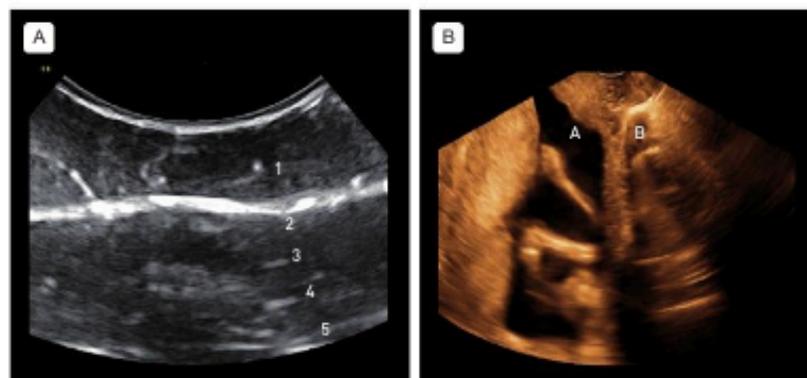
Artefactos en ultrasonido. (A) Líneas de reverberación. (B) Imagen en espejo: A corresponde a la imagen real y B es una imagen difusa en espejo ocasionada por una interfaz muy marcada (líquido/aire) que rebota y refleja las señales de ultrasonido.
